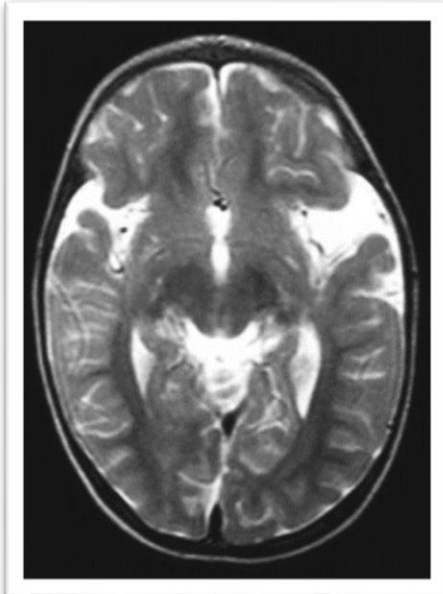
Imagen por resonancia magnética (imagen axial potenciada en T2). Se observan los opérculos frontal y temporal subdesarrollados. La superficie de lóbulo de la insula es lisa por ambos lados; el giro insular normal no es reconocible.
